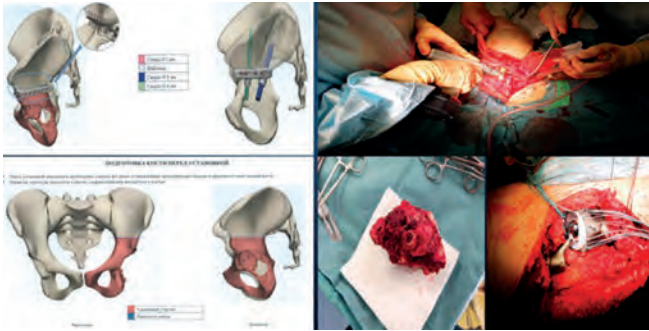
Этапы хирургического лечения опухоли костей таза: КТ-разметка, моделирование 3D-модели, выделение опухоли, резекция костей таза, замещение дефекта эндопротезом
